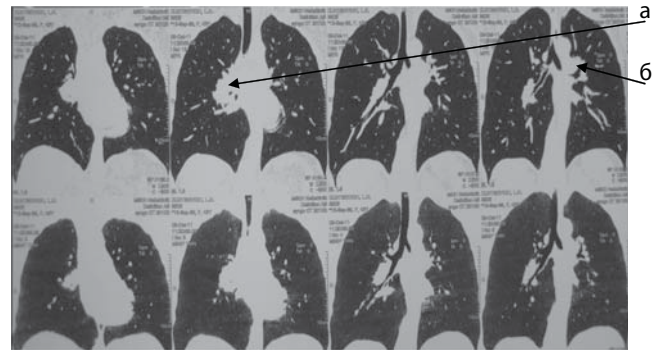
Комп'ютерна томографія органів грудної порожнини, фронтальні зрізи. а — розширений корінь правої легені; б — розширений корінь лівої легені.
